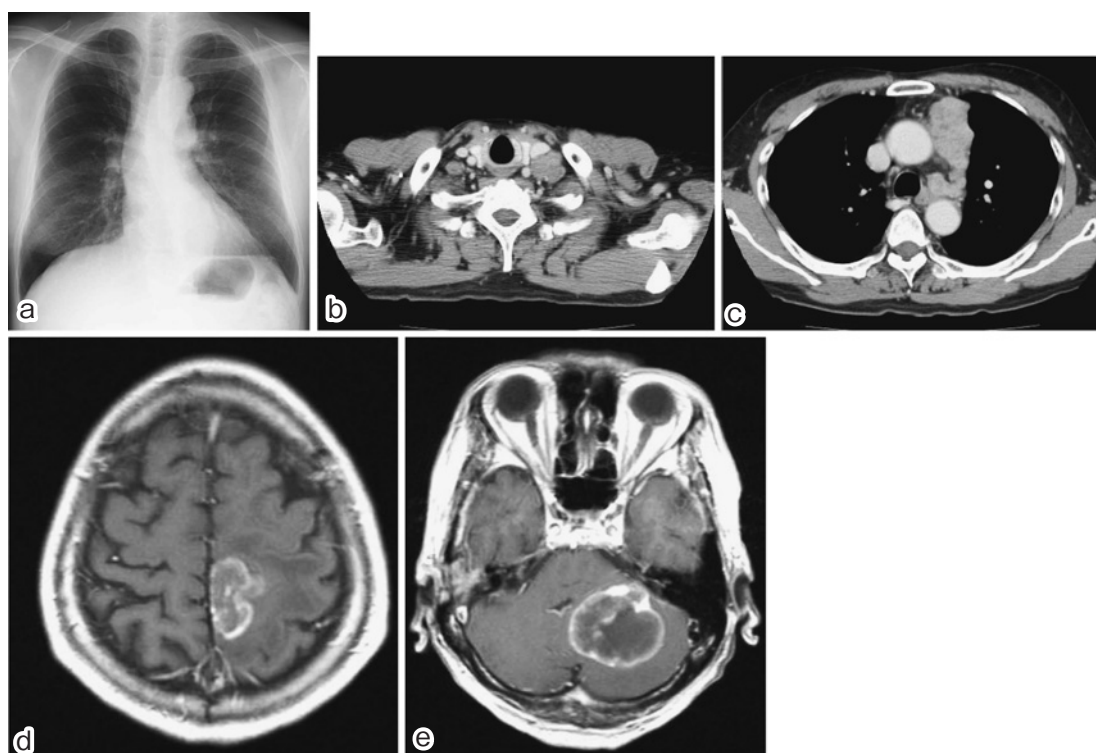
(a) Chest radiograph on admission shows a tumor on the left side of the superior mediastinum. (b, c) Chest CT on admission revealing a tumor in the anterior mediastinum, and supraclavicular lymph node swelling. (d, e) Brain magnetic resonance imaging (MRI) on admission revealing 3 ring-enhanced tumors in the parietal and frontal lobes of the cerebrum and cerebellum that were compressing the brain stem.
